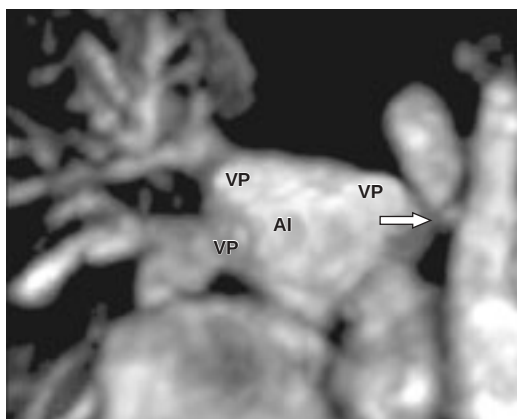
Angiorresonancia magnética en secuencia T-2 con reconstrucción a nivel del atrio izquierdo, la flecha señala la estenosis en la desembocadura de la vena pulmonar superior izquierda con dilatación pre-estenótica. AI: atrio izquierdo; VP: vena pulmonar.
